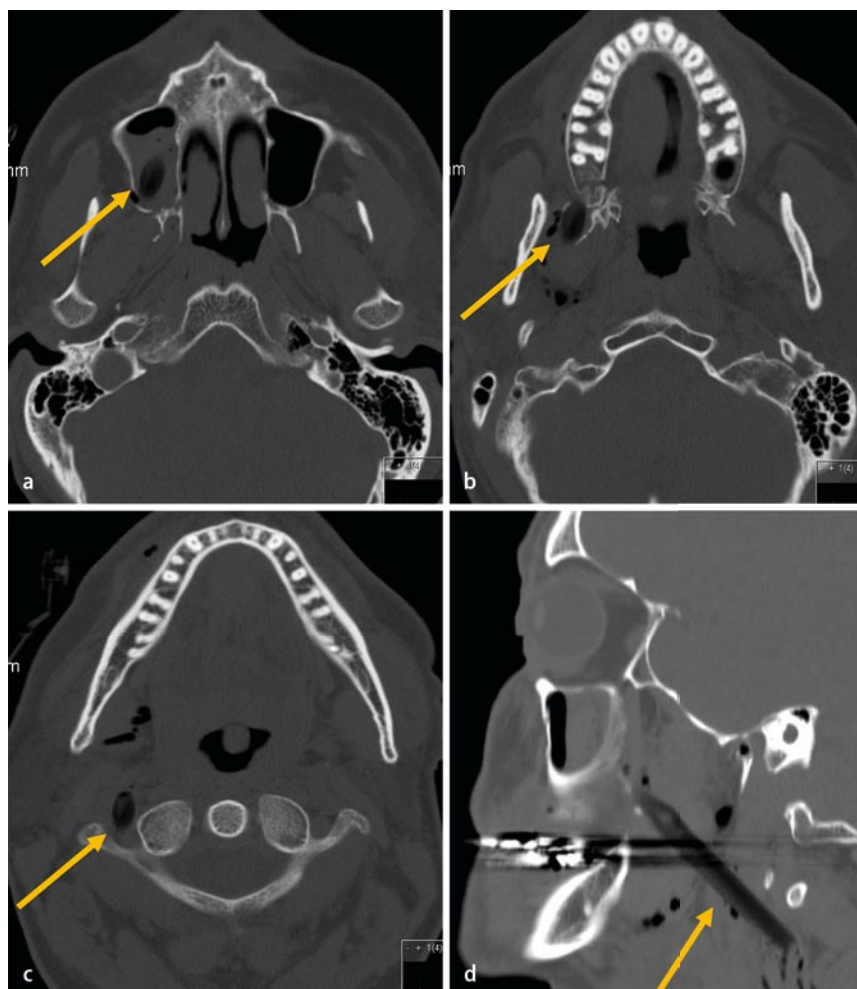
▲ Transversales CT (a–c) und sagittale Rekonstruktion (d) in der Knochenfenstereinstellung. Partuell luftgefüllter, ca. 7 mm breiter Verletzungskanal vom rechten Sinus maxillaris über die dorsalen submandibulären Weichteile bis nach rechts paravertebral (sehr knapp an der A. vertebralis rechts vorbei)
